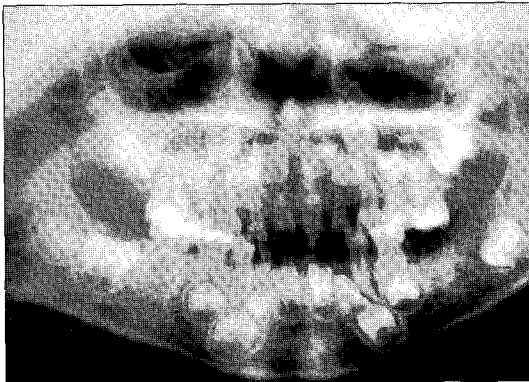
Radiograph after 4 months revealed that the position of the 1st molar was leveled up.
